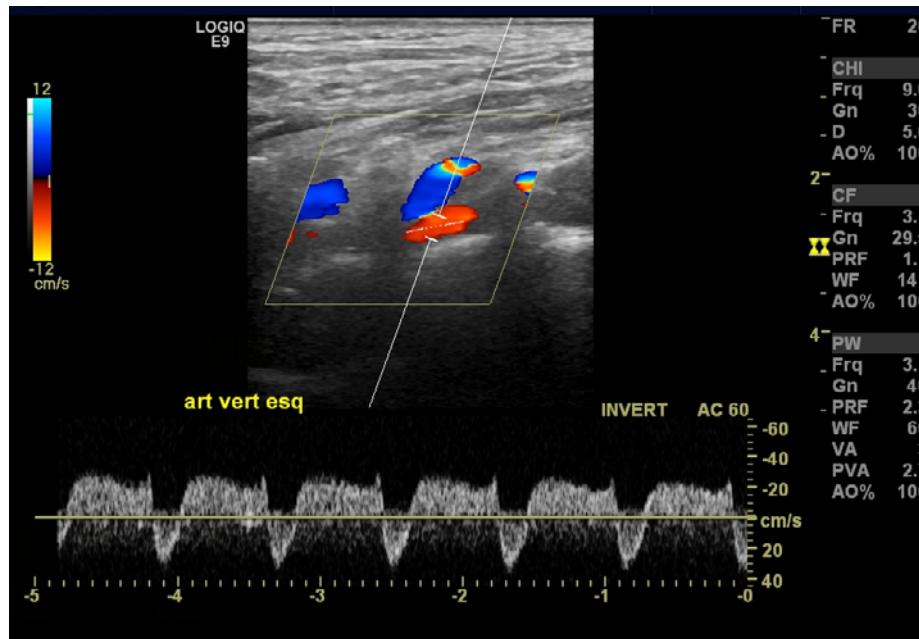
Doppler colorido e pulsado da artéria vertebral esquerda, realizado como complementação
